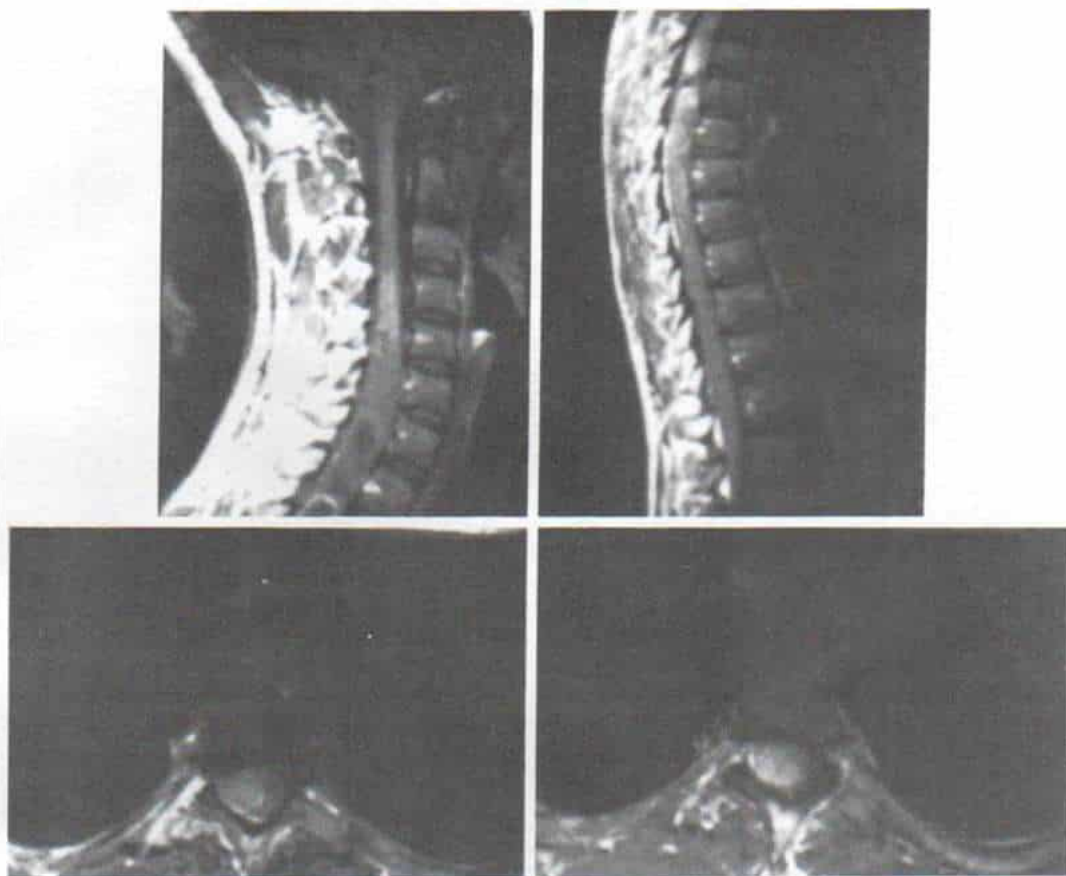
Resonancia magnética nuclear de la columna, en que se advierte un tumor en las regiones cervical y dorsal superior.
